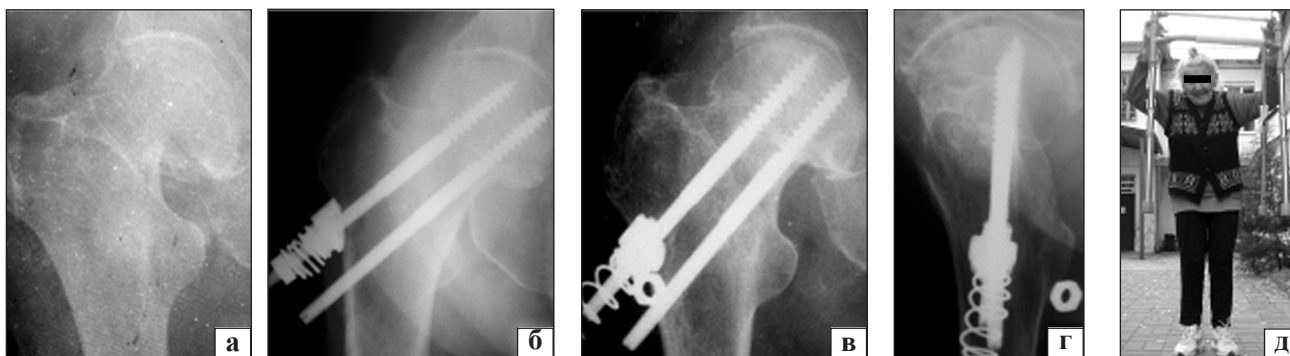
Рентгенограммы и функциональный результат больной П.: при поступлении в стационар (а); через 3 мес. (б) и 1 год (в, г) после операции; отдаленный функциональный результат (д)
